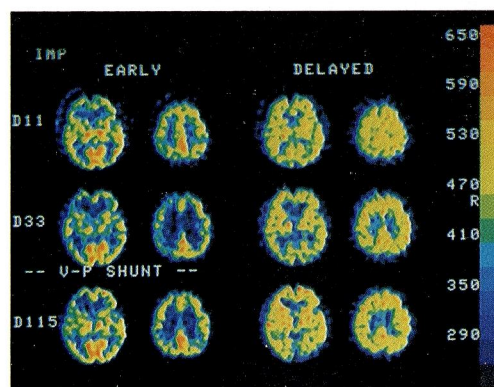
Case 26. a) Serial X-ray CT scans, b) Serial IMP-SPECT
